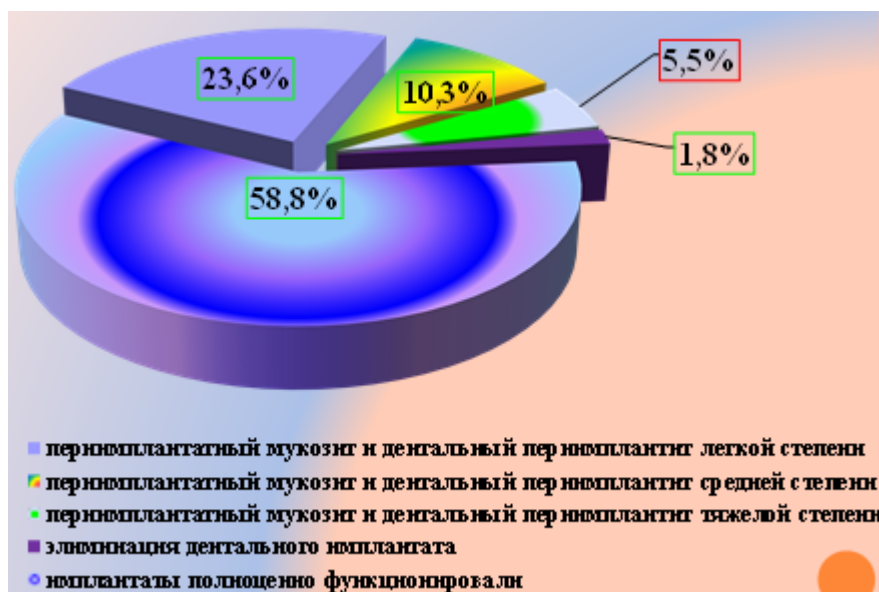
Данные клинко-рентгенологического исследования, проведенного в отдаленные сроки наблюдения, у пациентов с имплантационными протезами большой протяженности
